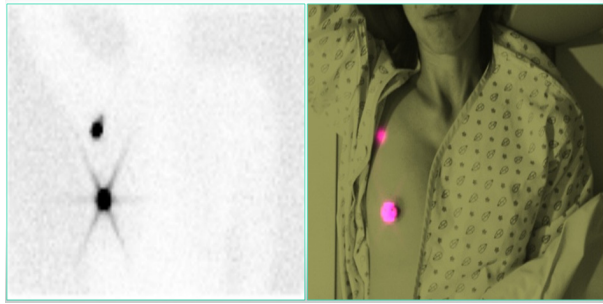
Lymphoscintigraphy and fusion image of breast cancer patient
